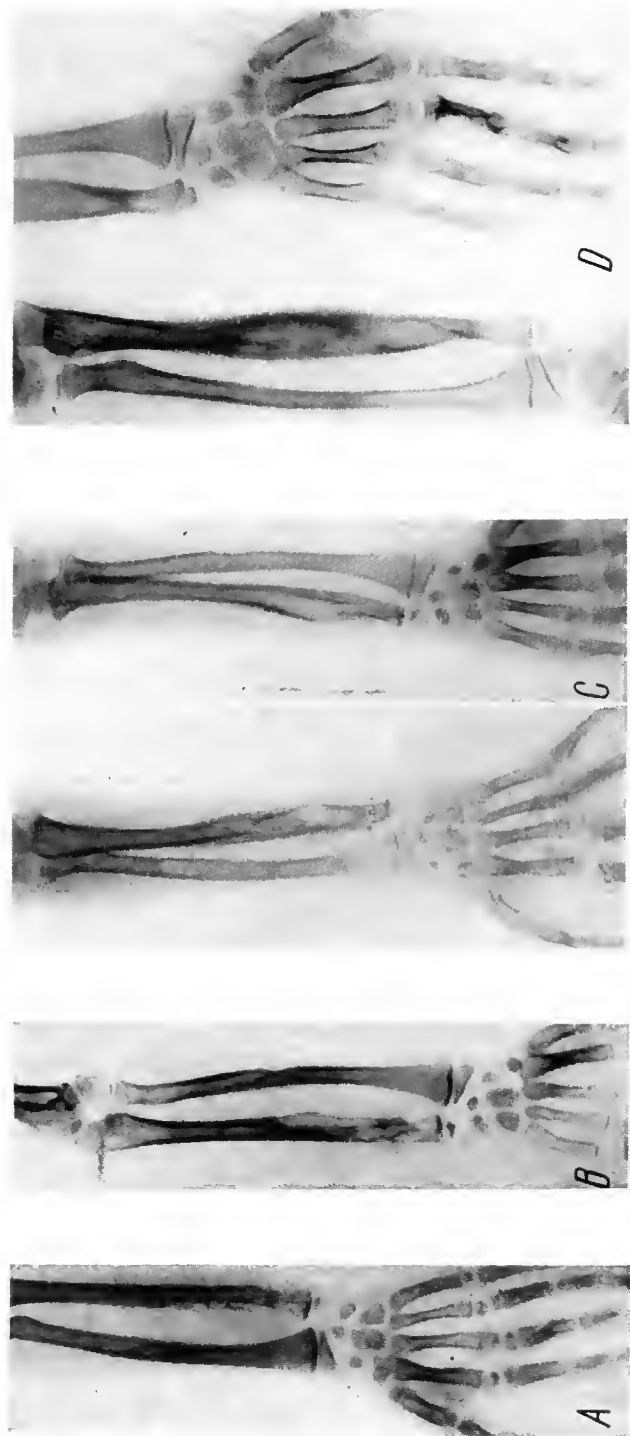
M. L. ♀ (6 ani) este internată cu o stare septică gravă și numeroase localizări inflamatoare osoase (ambele antebrate, prima și a 2-a falangă a mediusului drept, tibia etc.); în hmcocultură crește stafilococ auriu. Radiografia antebrăului drept, efectuată la 12 zile după debutul bolii (A) arată o zonă de osteoliză neomogenă a regiunii diafizometafizare distale a cubitusului, lărgirea și creșterea opacității părților moi și modificări accentuate ale structurii osoase, la falanga a 2-a a mediusului, cu tumefierea evidentă a degetului respectiv.
